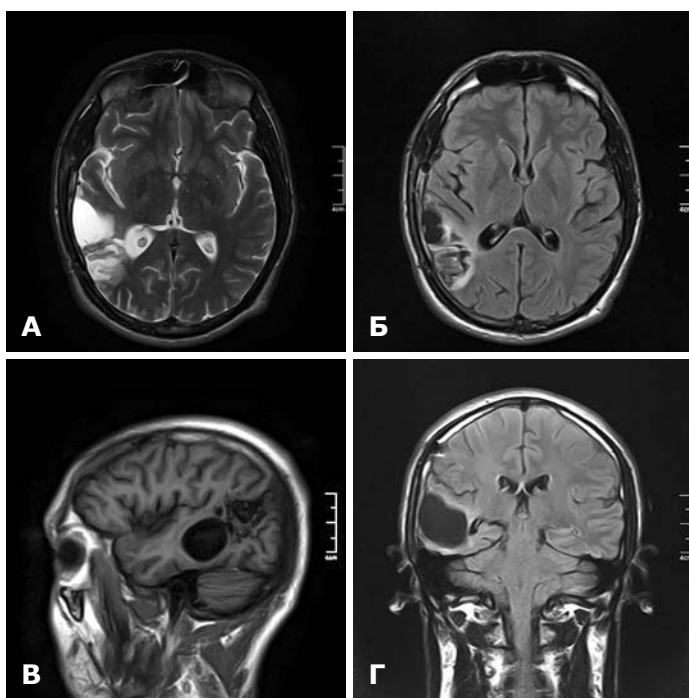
Контроль МРТ головного мозга через 4 мес после операции. А — T2 режим, аксиальный срез; Б — режим FLAIR, аксиальный срез; В — T1 режим, сагиттальный срез; Г — режим FLAIR, корональный срез.
